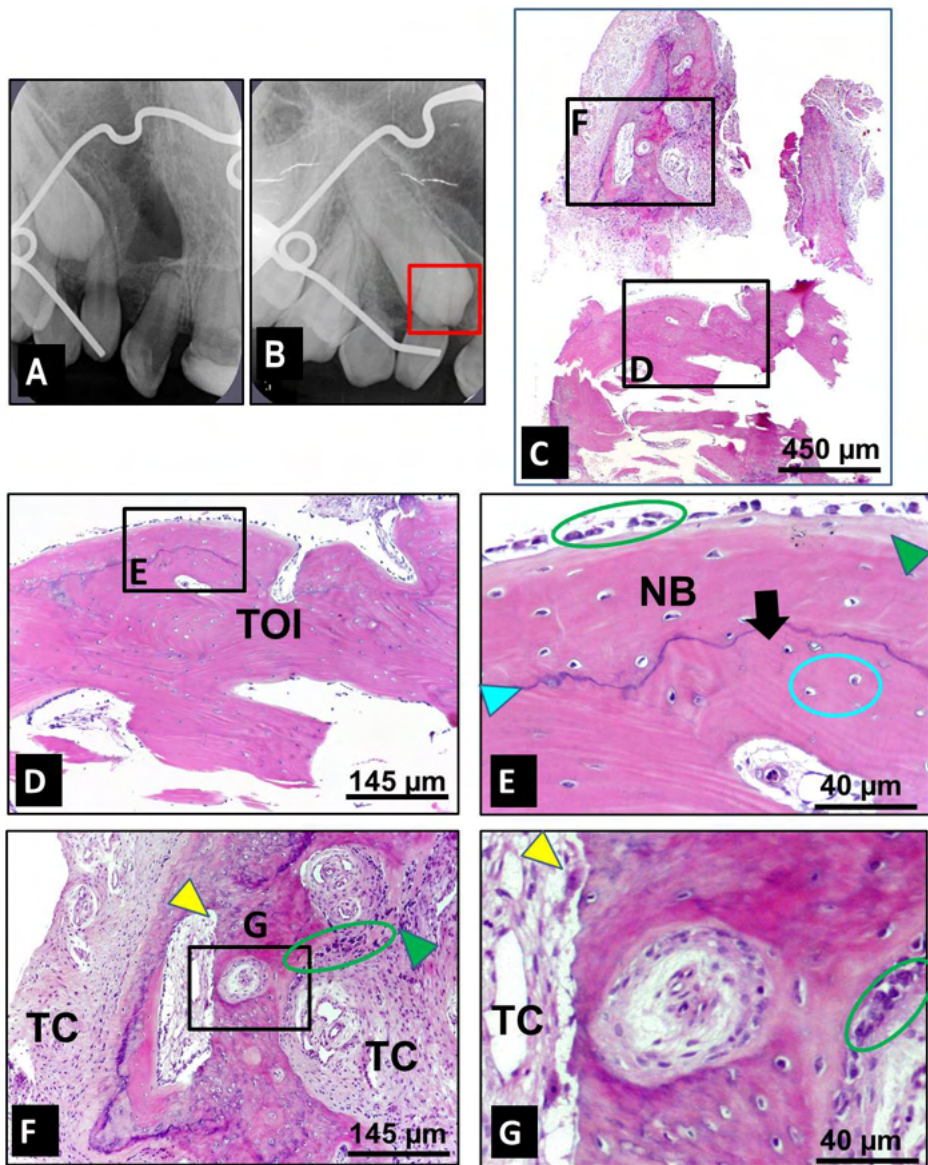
Paciente do gênero masculino, com fissura labiopalatina completa do lado direito que recebeu EOA com rhBMP-2 aos 11,6 anos de idade: A-B) Radiografias periapicais obtidas no dia do EOA (A) e 18 meses após a enxertia (B) mostrando a retenção do canino permanente e a área de remoção da biópsia (área contornada em vermelho). Imagens histológicas de tecido ósseo corado pela HE: C) Aspecto panorâmico dos fragmentos da biópsia (um de com @ 2,5 mm² e os demais menores que 1mm²). Objetiva de 4X. D-E) Detalhe do fragmento maior formado por tecido ósseo maduro de arranjo lamelar (seta preta), linhas incrementais/reversão (cabeça de seta azul) com sobreposição de novo osso (NB), matriz osteóide e osteoblastos na superfície óssea (área circundada em verde). Objetivas de 10X e 40X. F-G) Outro fragmento composto por uma mistura de tecido ósseo em remodelação contendo áreas de reabsorção (cabeça de seta amarela) e de formação óssea (cabeça de seta verde) envoltas por tecido conjuntivo fibroso (TC). Objetivas de 10X e 40X.
